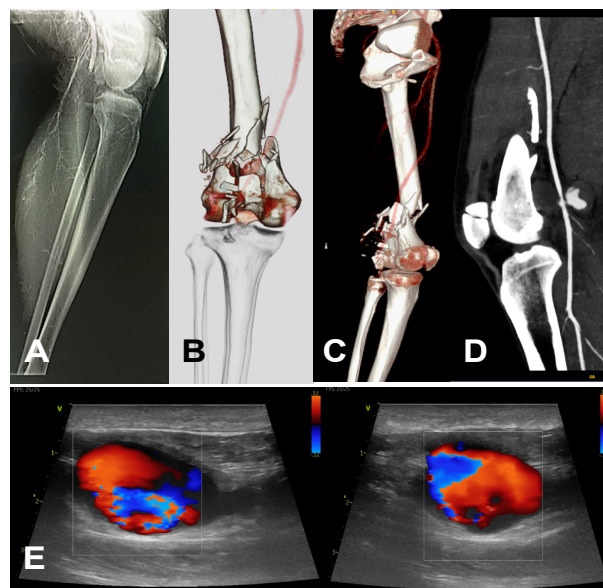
Métodos de diagnóstico por imagen. A) Arteriografía Intraoperatoria (AGI), B) y C) AngioTAC (ATC) con reconstrucción 3D, D) AngioTAC (c/ Pseudoaneurisma) y E) EcoDoppler (signo de "yin/yang")
